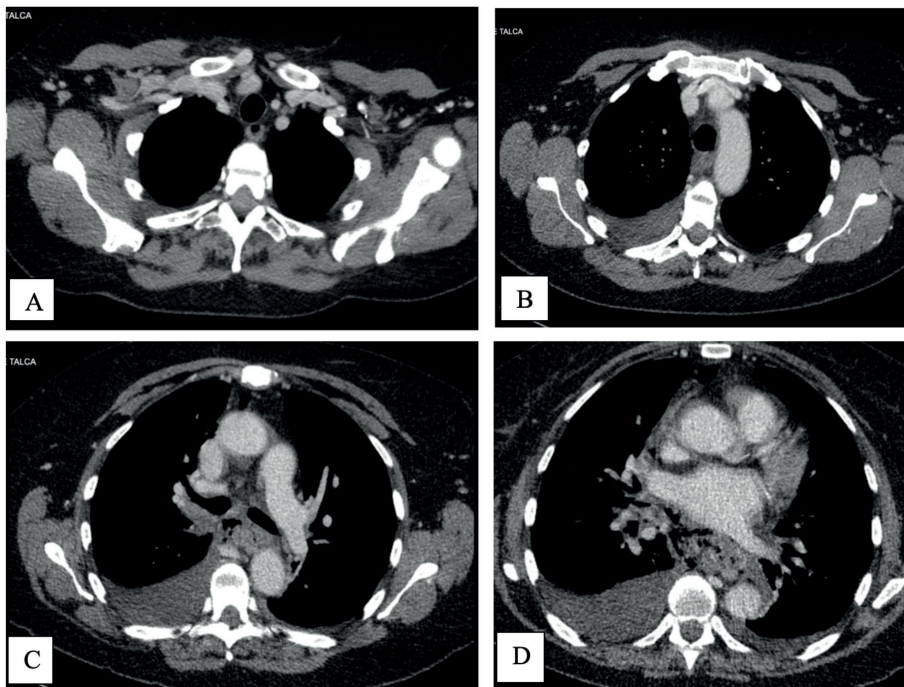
Tomografía computada de tórax con contraste: ventana mediastínica muestra pérdida de la visión de esófago con aumento de densidad a nivel mediastínico asociado a neumomediastino posterior y derrame pleural bilateral.
